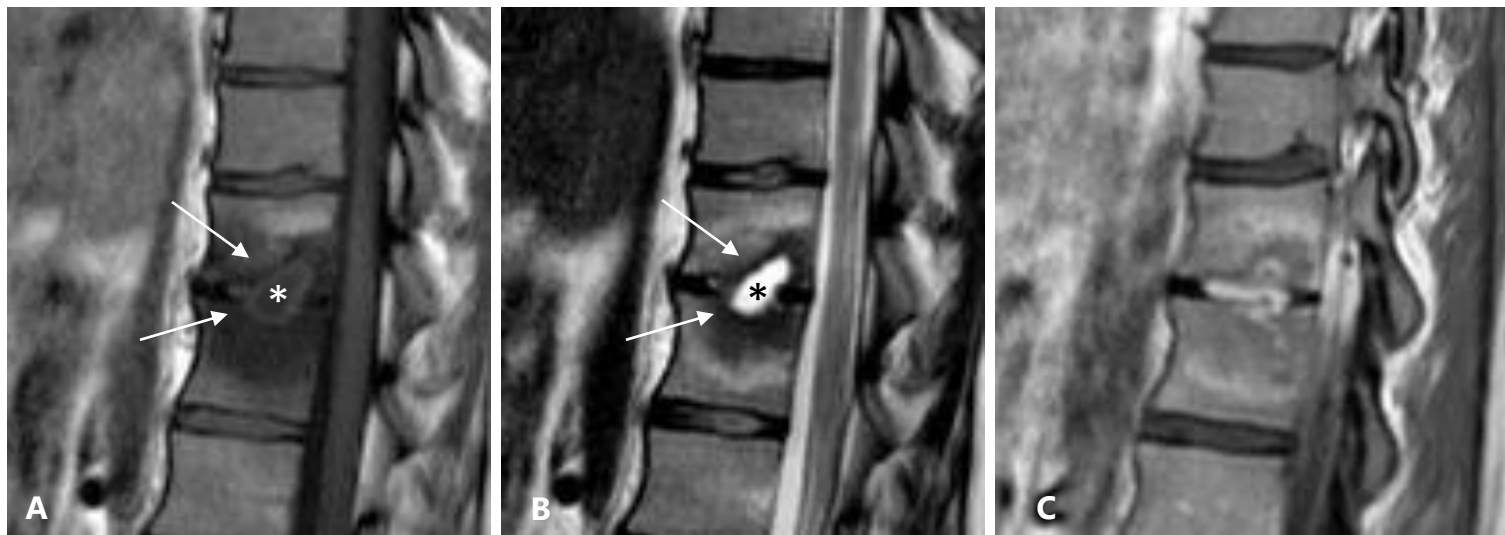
Imagens de RM sagitais (A) ponderada em T1, (B) ponderada em T2 e (C) ponderada em T1 com contraste mostrando as características típicas da espondilodiscite piogênica. Há acúmulo de fluido no espaço do disco (baixo sinal em T1 e alto sinal em T2, asterisco), e as placas terminais adjacentes mostram edema da medula e perda do baixo sinal da cortical (setas). Em (C) impregnação do disco e ao redor das placas terminais.
